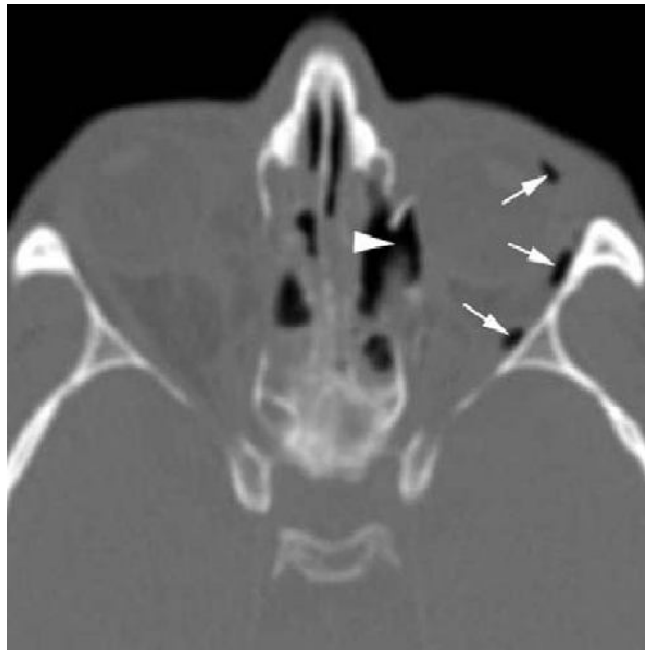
TDM axiale fenêtre osseuse montrant de l'air dans l'orbite ou pneumorbite (flèches) qui signe une communication avec une cavité aérée. L'effraction de la lame orbitaire (têtes de flèche) est la cause la plus commune.
